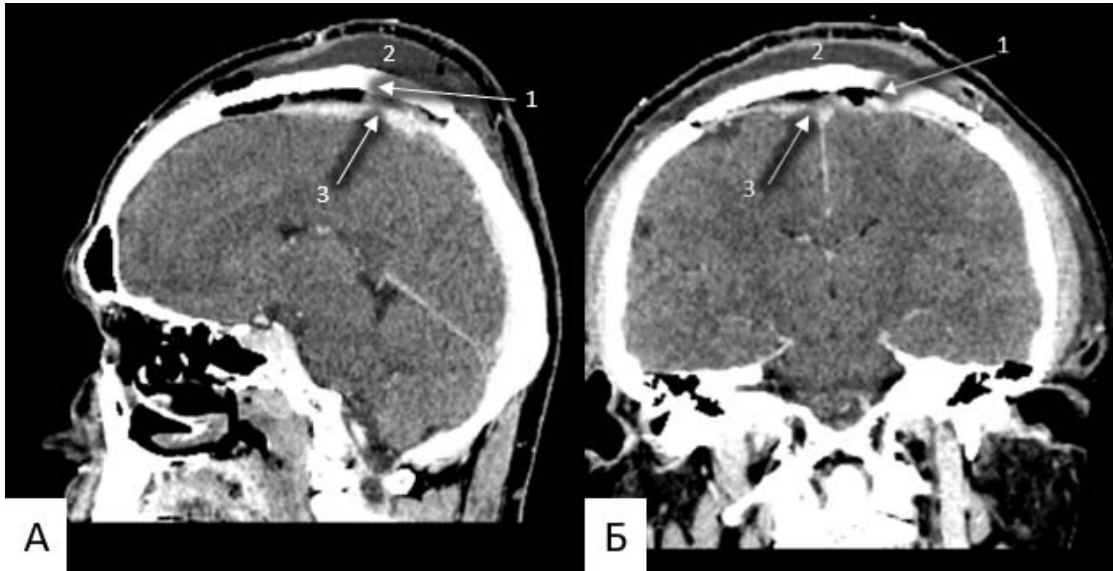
СКТ головного мозга после операции. А (сагиттальный срез); Б (коронарный срез); 1 – имплант из полиметилметакрилата; 2 – подкожное скопление ликвора; 3 – интракраниальная часть опухоли
